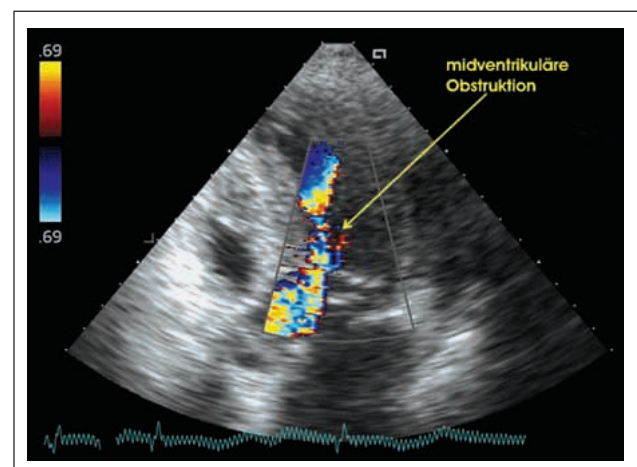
Apikaler Vierkammerblick – Farbdopplerstudie: Darstellung der Einschnürung der Blutstrombahn/der Flowbeschleunigung.
